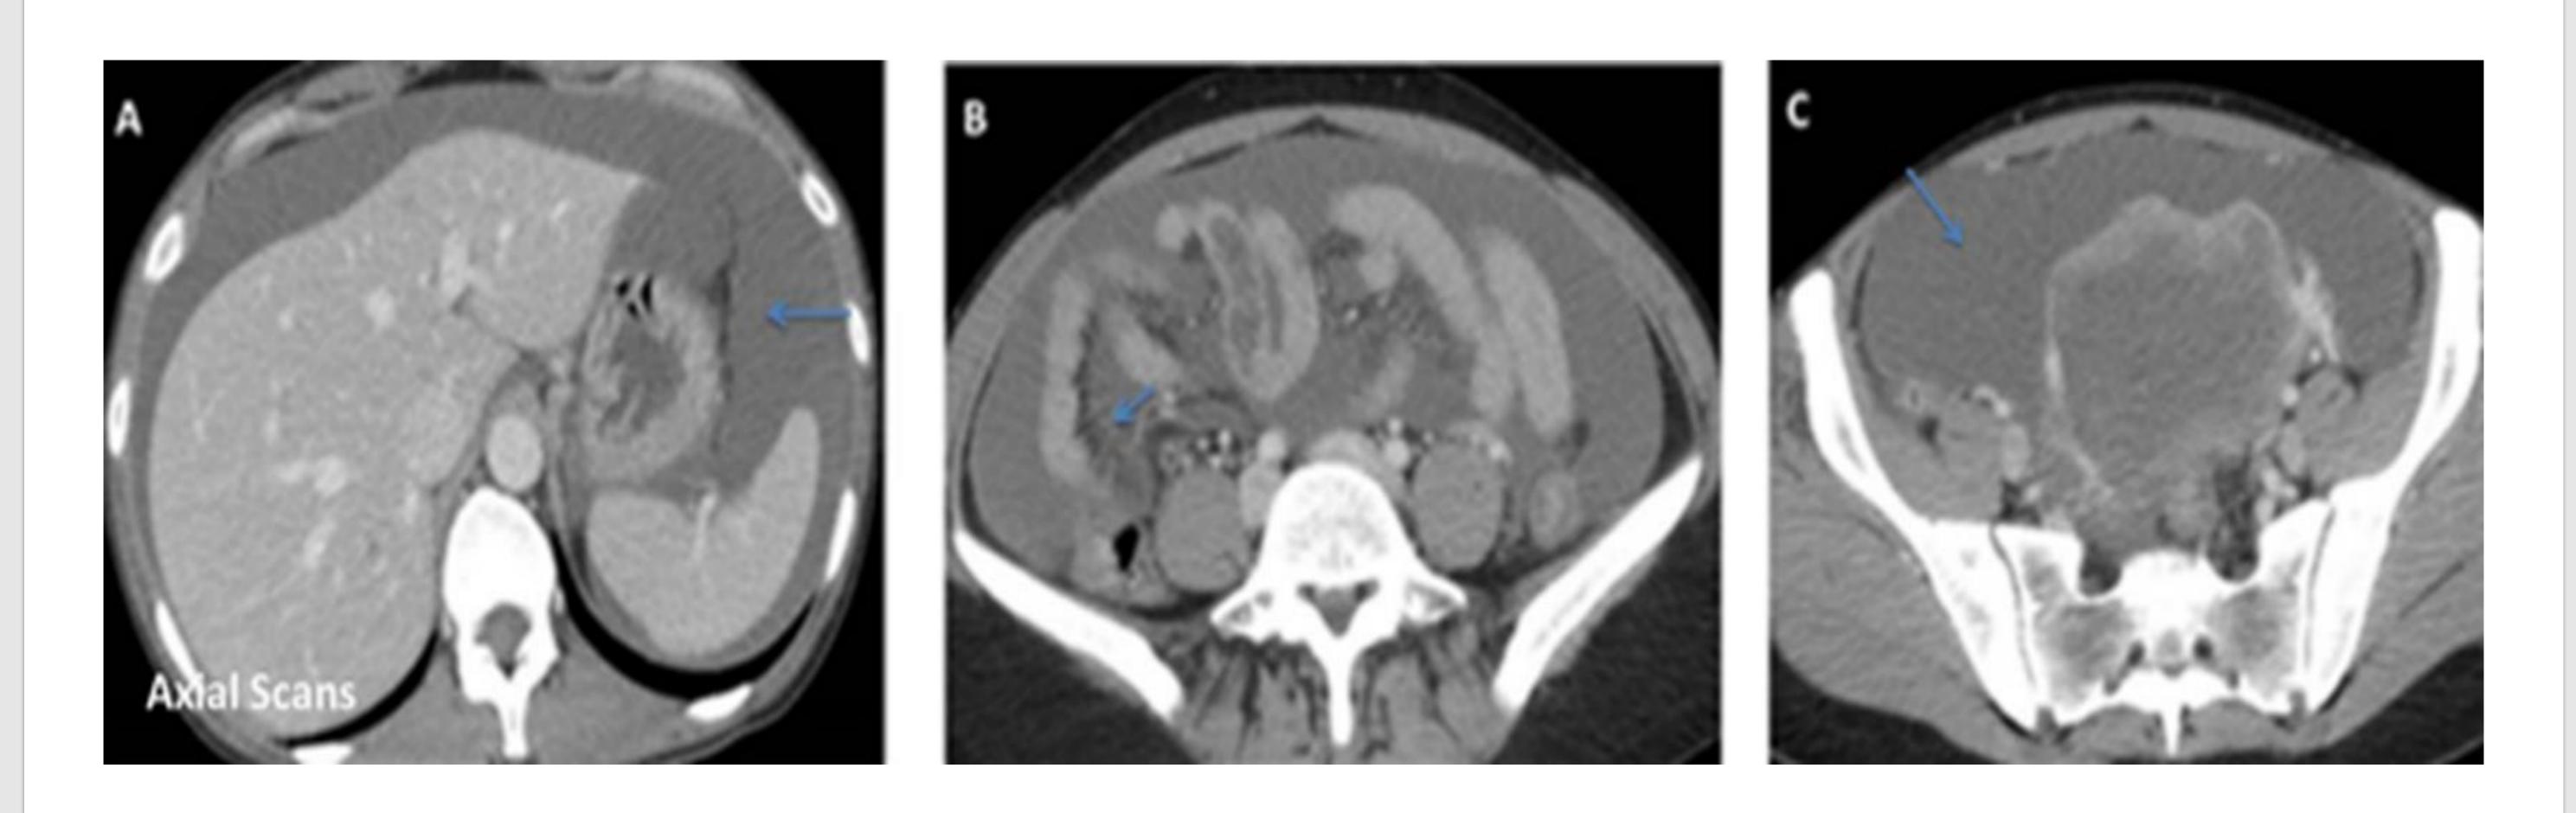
TC abomen-pelvis con contraste intravenoso, realizado de urgencia (planos axiales). Abundante líquido ascítico abdominal y aumento de la densidad de la grasa abdominal
